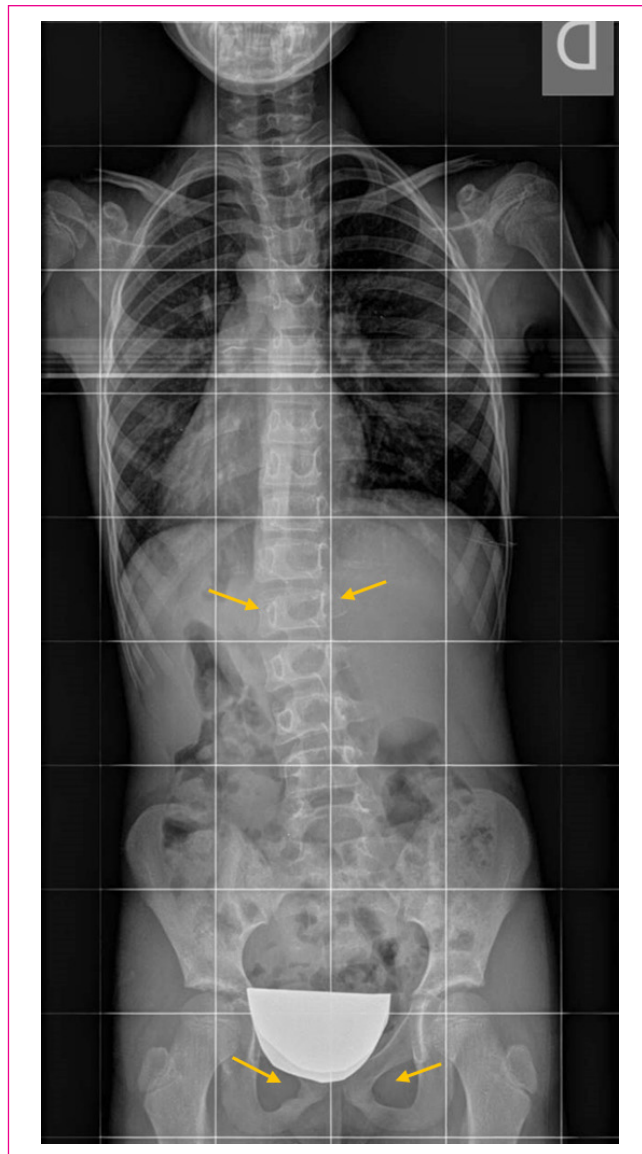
La L2 está muy rotada, como correspondería a una curva más grave, pero comprobamos que radiografía no está perfectamente simétrica, porque en la zona isquiopubiana los agujeros obturadores no se ven simétricos. Todo el tronco está rotado. A veces es difícil analizar estos agujeros porque se tapan con el plomo protector de los ovarios, o porque se colima tanto que se cortan la pelvis y los agujeros.
